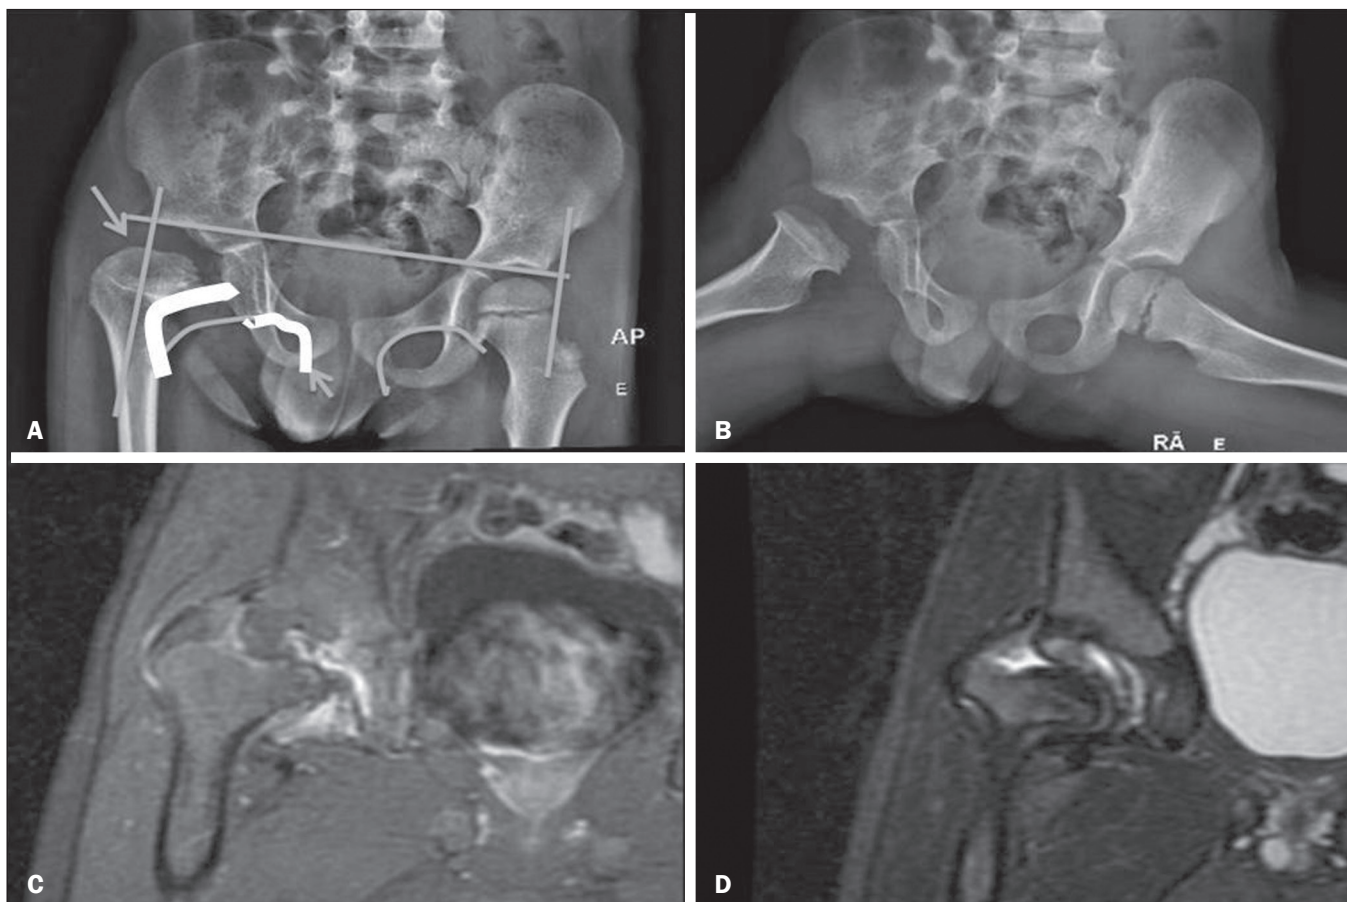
Displasia coxofemoral do quadril direito em paciente masculino, 4 anos. Radiografias em incidências anteroposterior (A) e “em rã” (B) mostrando assimetria das articulações coxofemorais, sendo à direita displásica. RM do quadril direito, planos coronal ponderado em T1 com supressão de gordura pós-gadolinio (C) e sequência STIR (D) demonstrando perda da esfericidade e achatamento da cabeça femoral direita, com subluxação superolateral desta, alargamento do colo femoral e da cavidade acetabular, derrame articular com sinais de sinovite reacional.
